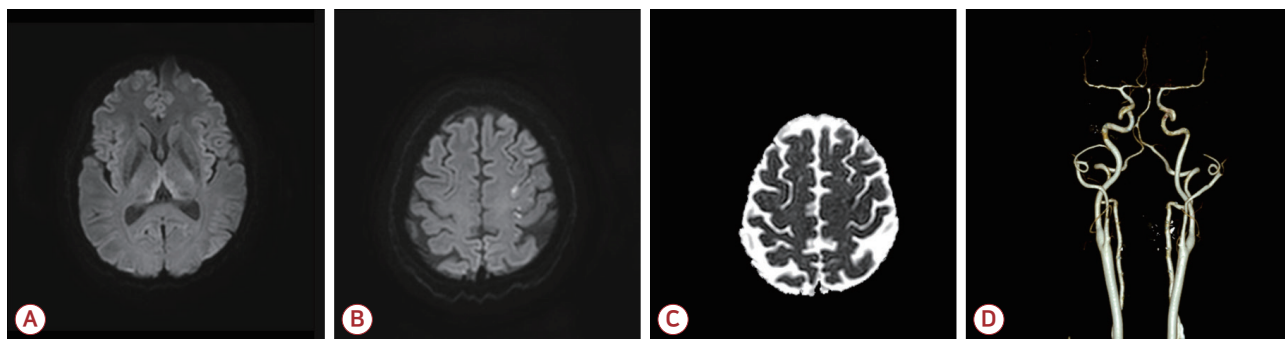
Neuroimaging findings. (A) Bilateral posteromedial thalamic diffusion-restricted lesions, suggestive of Wernicke's encephalopathy. (B, C) Multiple tiny acute infarctions in the left precentral and middle frontal gyrus were shown in diffusion weighted imaging and the apparent diffusion coefficient. (D) There was no definite steno-occlusive lesion or perfusion abnormality in CT angiography. CT; computed tomography.
